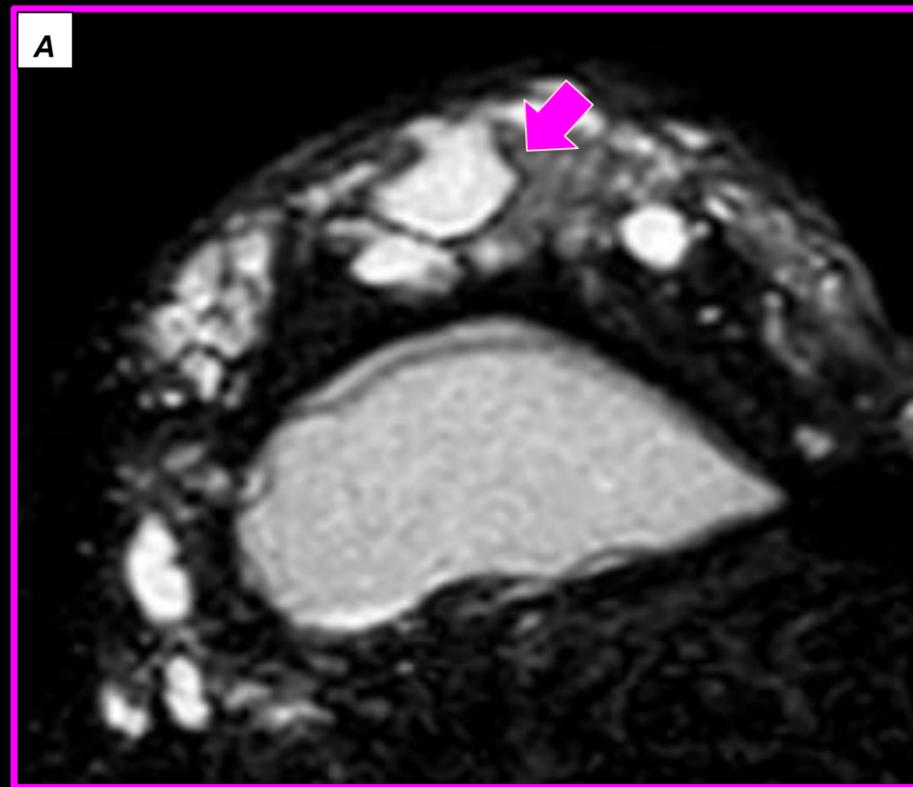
RM silicona only (a) y silicona invertida (B) donde se observan siliconomas en parénquima mamario (flechas rosadas). Antecedente de ruptura de implantes y recambio protésico hace dos años
